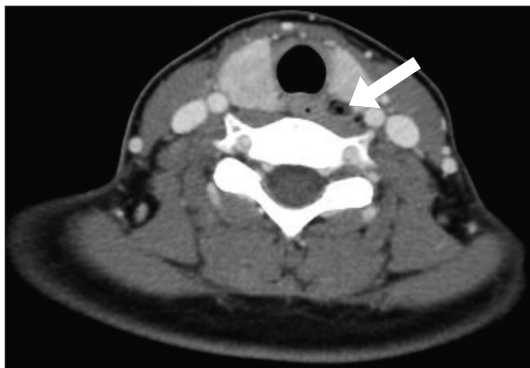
Preoperative neck computed tomography (CT). Esophageal diverticulum with air bubble (arrow) was found.
